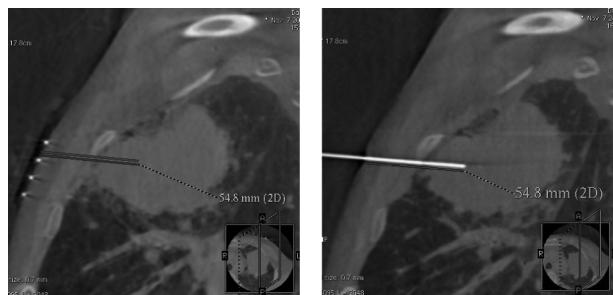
在 Innova CT 重建图像上显示,模拟穿刺方案与实际穿刺效果吻合度高
